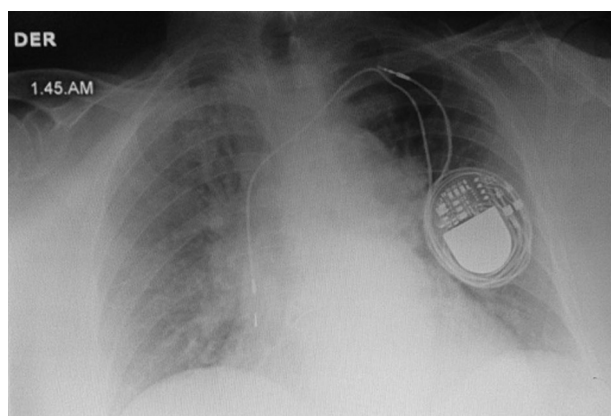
Radiografía de tórax que muestra el desplazamiento del catéter auricular y la tracción del catéter ventricular. También se observa la rotación del generador sobre su eje transversal y el enrollamiento de los catéteres alrededor (síndrome de Reel).
